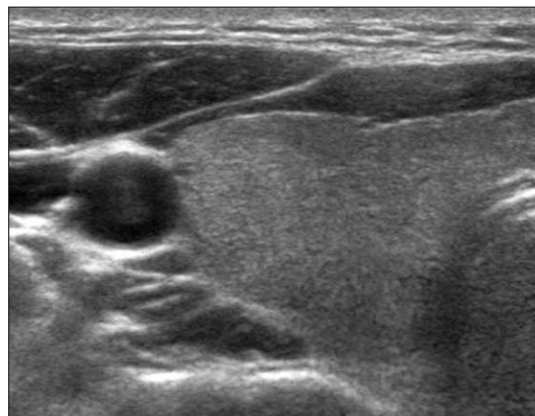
Ultrasonography of thyroid shows tissue textures of thyroid gland, adjacent muscles and subcutaneous fat caused by scattering.
